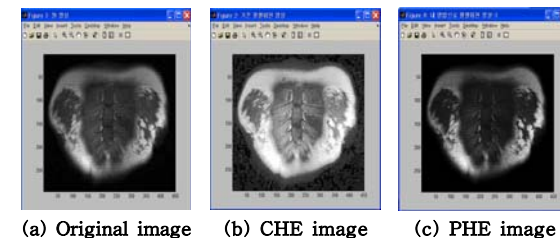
Histogram equalization results of 450×295 pixels MRI-chest-stern medical image.
